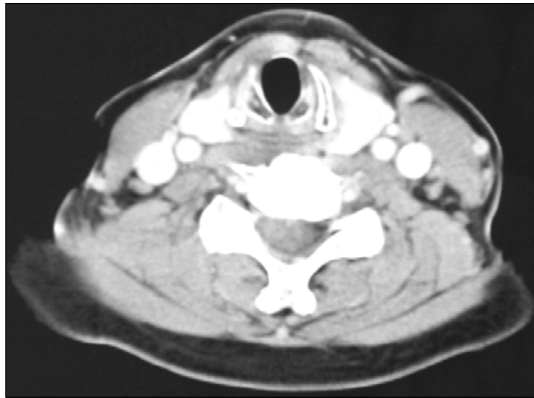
Contrast-enhanced axial CT scan. Normally located bilateral thyroid gland.
